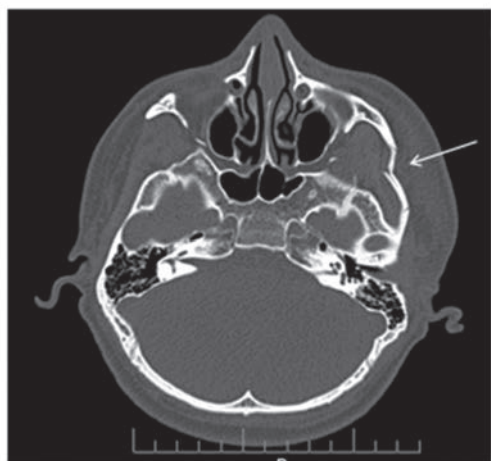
КТ-изображение того же больного, аксиальный срез на уровне нижнего контура орбиты. Определяется перелом скуловой дуги слева с образованием деформации
